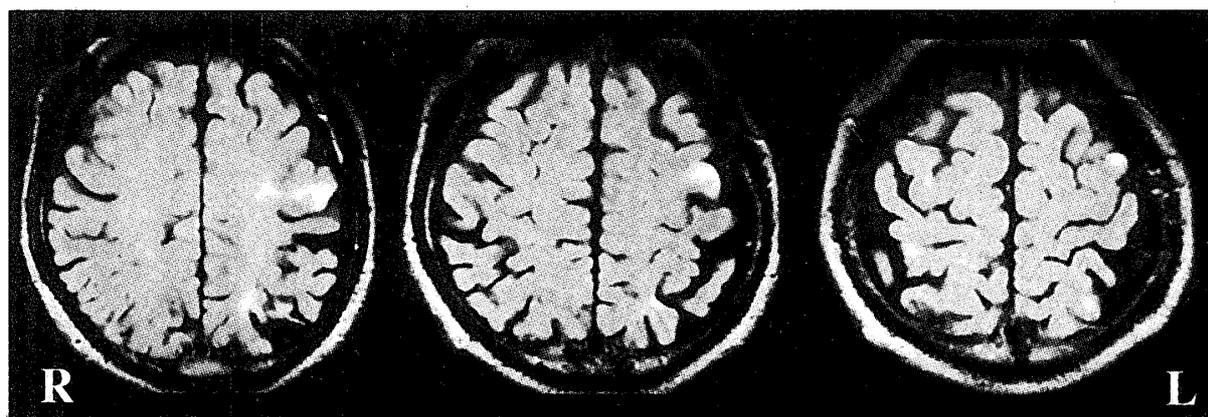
頭部MRIプロトン密度強調画像。左中心前回に病変が認められる。
